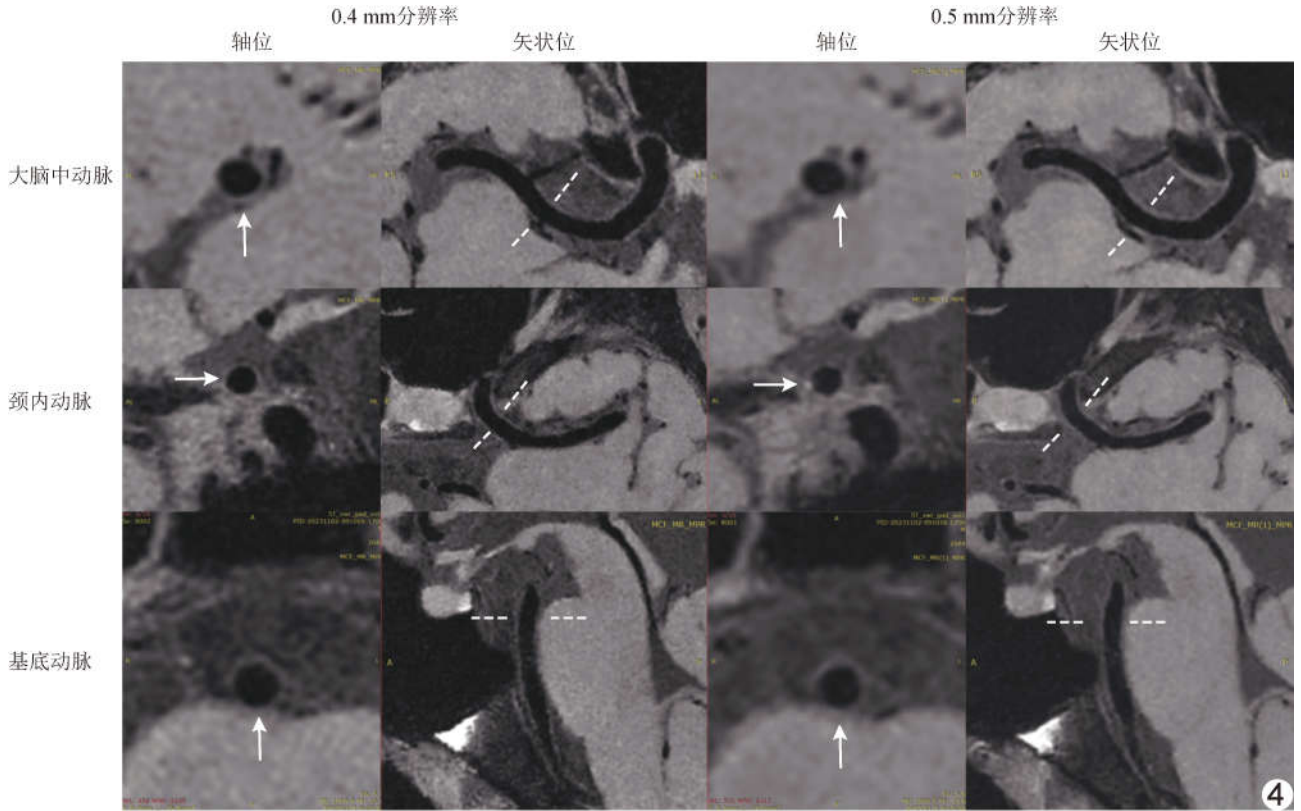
基于 5.0T MRI 以不同分辨率行全脑 VMI (箭示血管壁,虚线示轴位血管壁横断面对应位置)
